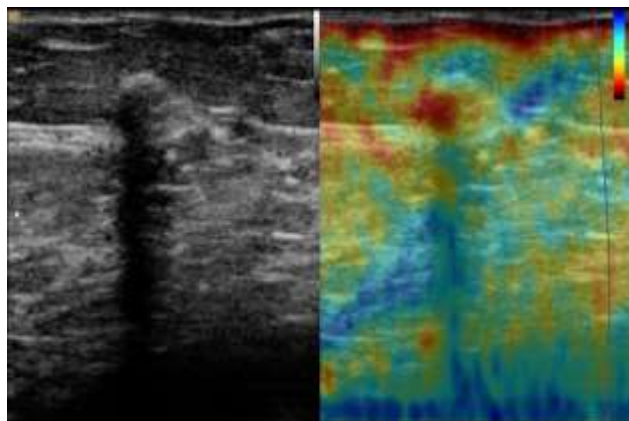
Олеогранулема МЖ на УЗИ
